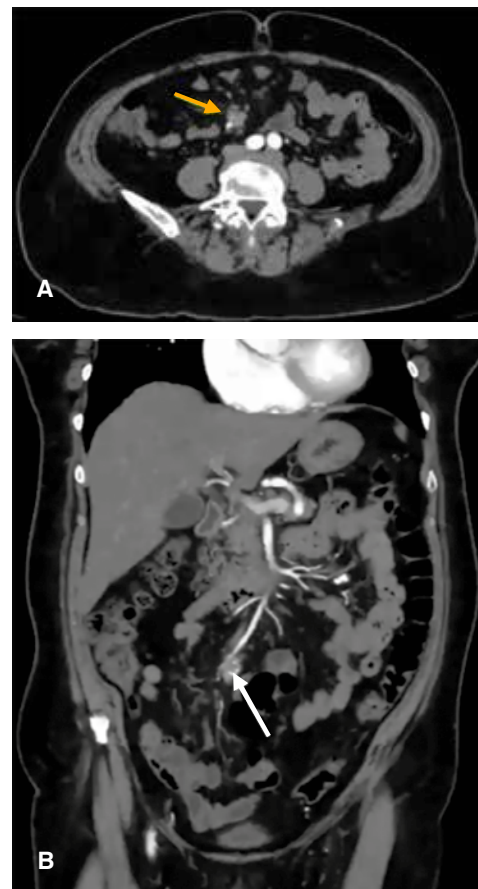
A) Angiotomografía de abdomen en corte axial, con presencia de tumoración intestinal (flecha amarilla) y discreta fibrosis mesentérica perilesional. B) Angiotomografía de abdomen en corte coronal, con presencia de lesión hipodensa en mesenterio (flecha amarilla) y desplazamiento de arteria mesentérica superior, sin involucro de ésta.
